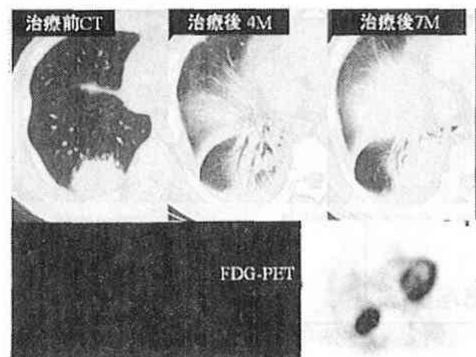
症例3の経過のX線CT検査とFDG-PET検査
